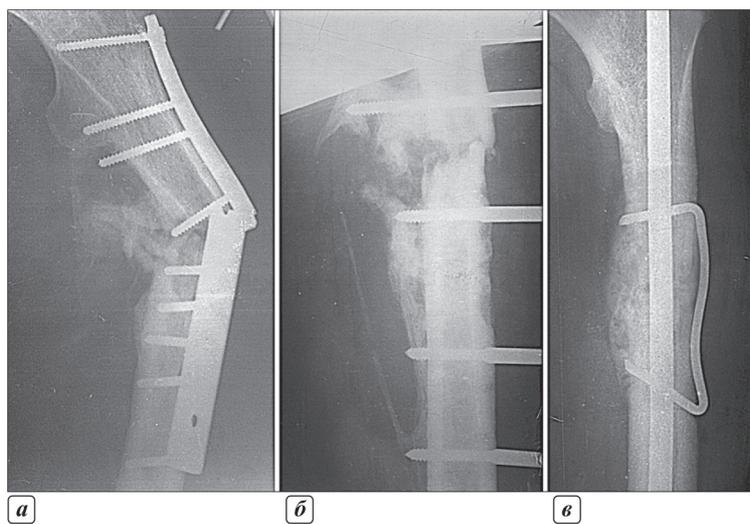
Фото рентгенограмм больного Д., 38 лет, на этапах лечения перелома бедренной кости: а, б – результаты неэффективного остеосинтеза; в – через 15 месяцев после костной пластики и остеосинтеза.
